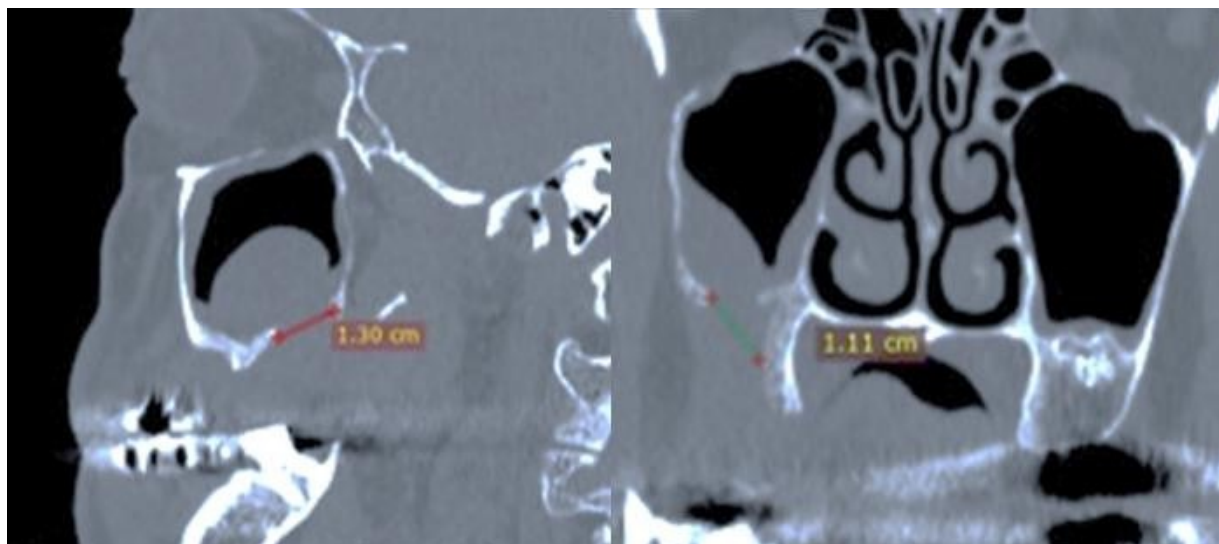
Измерение размеров костного дефекта ОАС на компьютерной томограмме в программе Radiant Viewer
